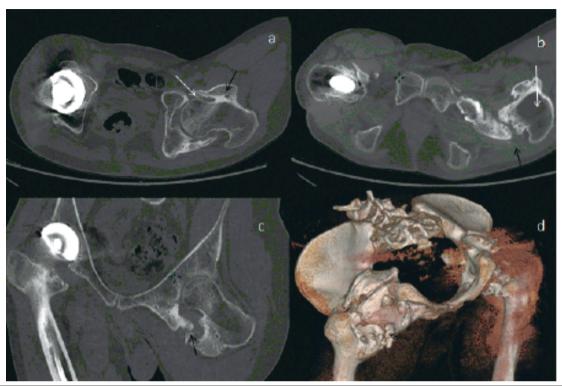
Coupes TDM sans injection et en fenêtre osseuse explorant le bassin, dans un plan axial (a et b), coronal, (c), avec reconstructions en mode VR (d): prolifération osseuse hétérotopique péri-articulaire de l'articulation coxo-fémorale gauche réalisant un aspect d'os mature corticalisé (flèche noire), de contours irréguliers en rapport avec une forme pluri-fragmentaire engainante de la hanche gauche, restant à distance des vaisseaux fémoraux homolatéraux, quelques ossifications intra-articulaire signant l'atteinte de l'interligne articulaire (flèche blanche a), déminéralisation osseuse (flèche blanche b).
